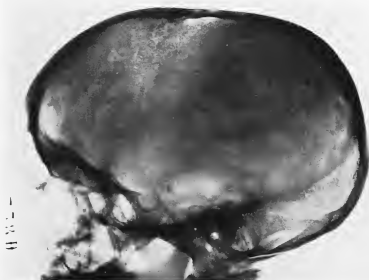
Radiographie du crâne, mars 1936.
